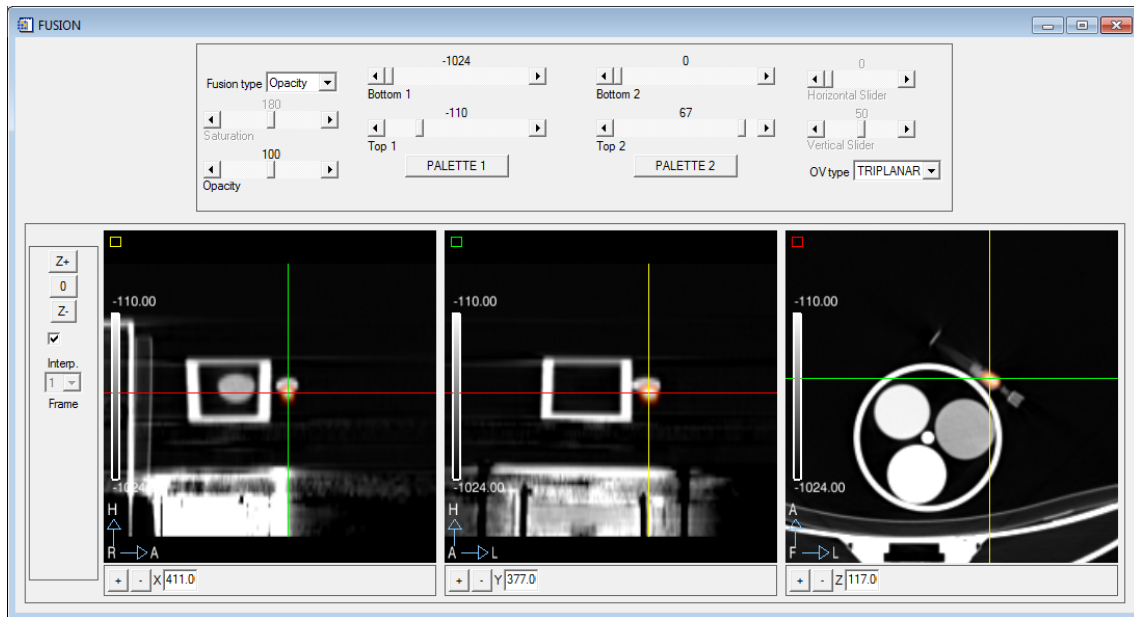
Fusión PET-CT de la imagen sin separación de gates obtenida del escáner Biograph.
